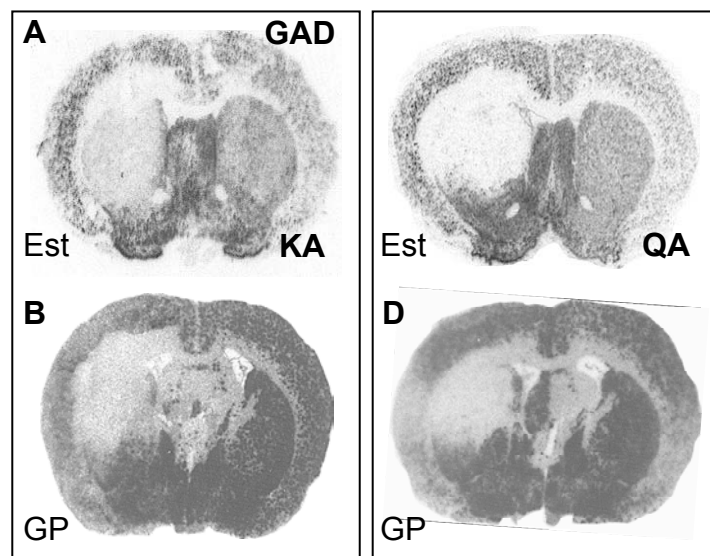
Autorradiografías mostrando la lesión que se produce en el estriado (Est) (A y C) y que se extiende también al globo pálido (GP) (B y D) después de una inyección de KA (A y B; respectivamente) o QA (C y D). La lesión es puesta de manifiesto mediante la pérdida de señal de hibridación de ARNm de GAD.
